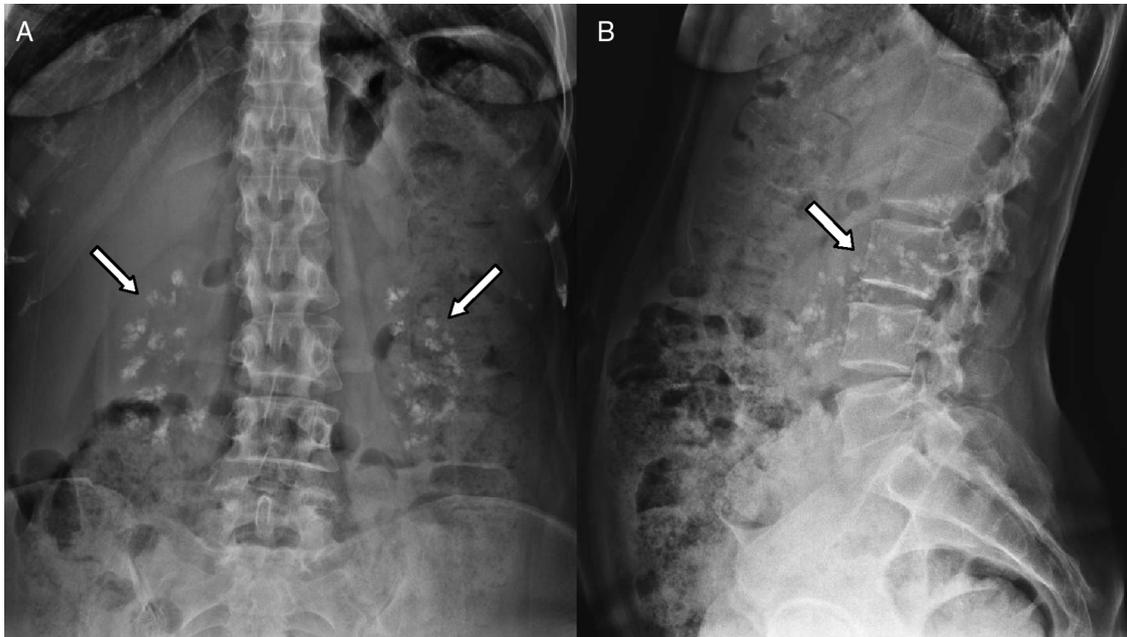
A) Radiografía anteroposterior del abdomen. Se observan imágenes radiopacas de densidad calcio que engloban a ambas siluetas renales (flechas blancas). B) Radiografía lateral del abdomen donde se muestran dichas calcificaciones, desde las vértebras L2 a L4 (flecha blanca).
